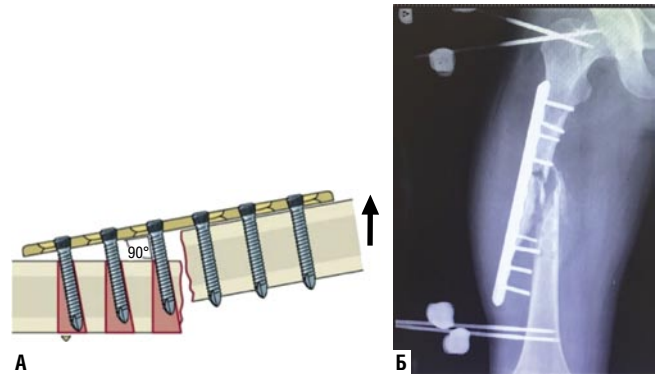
А – неудачный остеосинтез пластиной с блокированием, эффект моноблока (вырывание). Б – клинический пример – рентгенограммы с неудачным остеосинтезом пластиной с эффектом вырывания.
